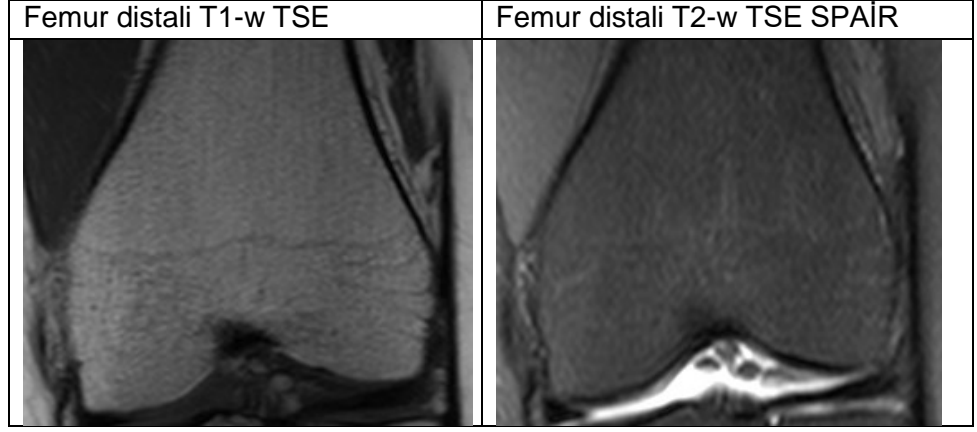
12 yaş erkek vakaya ait 2. evre olarak tespit edilen MRG'leri
